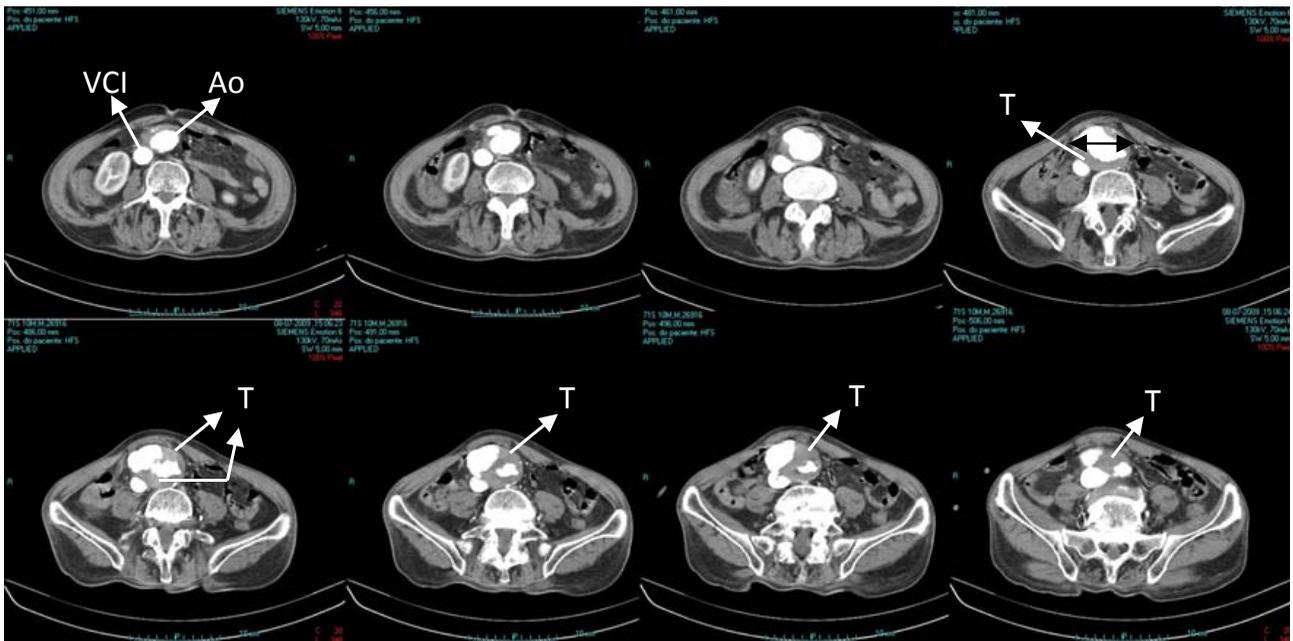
Imagens de TC toraco-abdomino-pélvica efectuada com contraste endovenoso, onde se observa dilatação da aorta infra-renal, com cerca de 7 cm (seta a negro), trombo (T) mural aórtico de grandes dimensões e aparente comunicação entre a aorta (Ao) e a veia cava inferior (VCI).
